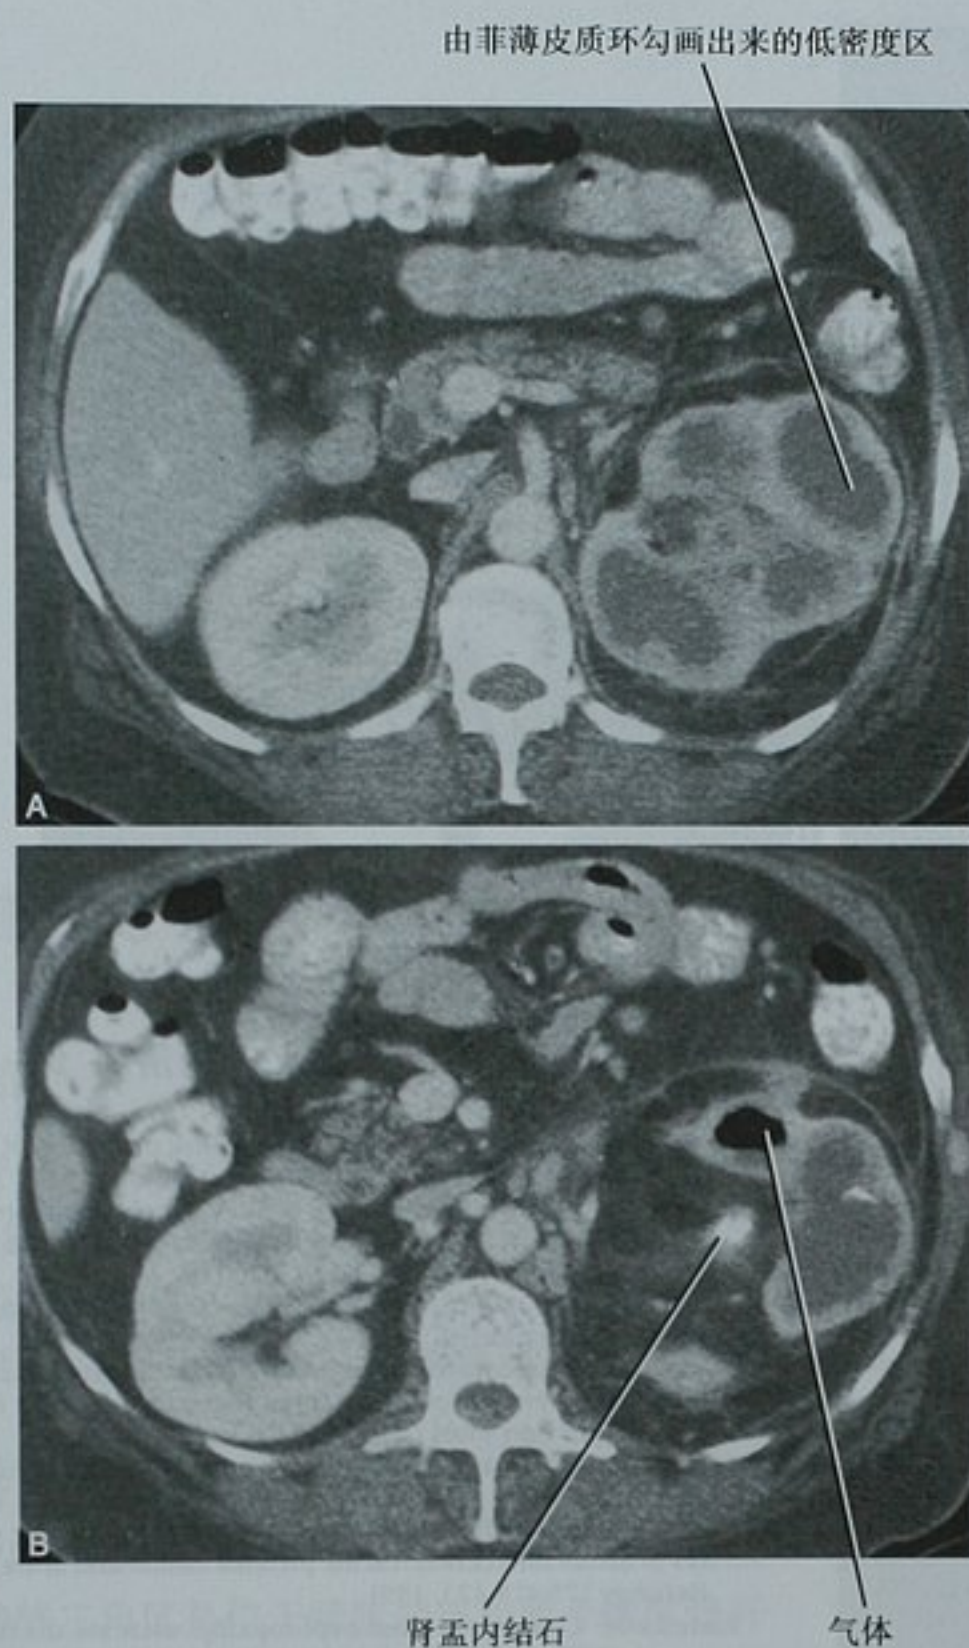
CT 示黄色肉芽肿性肾盂肾炎(XGP)。A. XGP 病例的增强 CT 横断位图像显示皮髓质交界异常明显, 归咎于髓质区内泡沫状巨噬细胞和充满脓液的肾盏所致; B. 更下面的图像显示肾盂内存在梗阻性结石。尽管不常见, 这例具有急性感染症状的患者中存在气体
